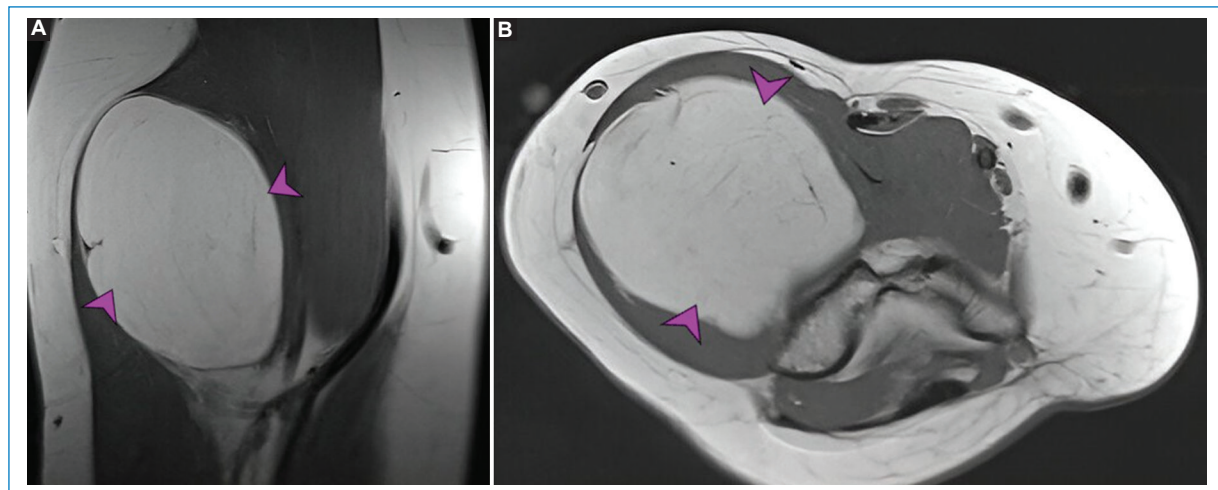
A: RM plano coronal. Se señalan con flechas lipoma simple intramuscular en bíceps braquial. B: RM plano axial para evaluar el lipoma intramuscular en músculo bíceps (flechas).
